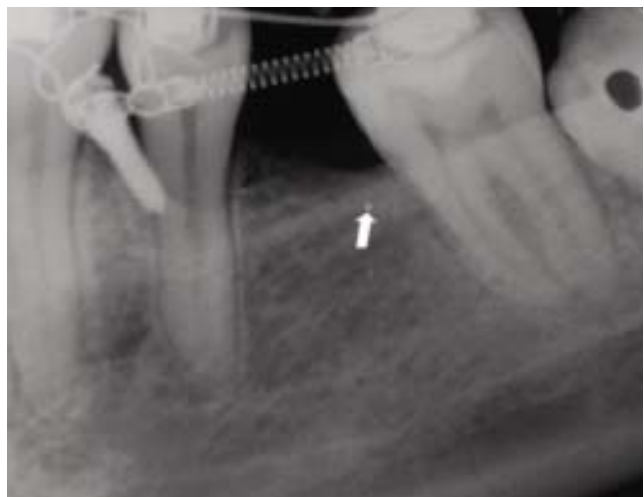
Radiografia periapical mostra uma imagem radiopaca puntiforme (seta), na crista alveolar, na qual sugere a presença de material metálico
